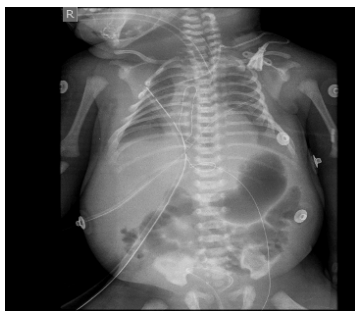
Radiografía torácica del paciente: Tubo endotraqueal a 4 mm de la carina, CP infiltrado intersticio alveolar bilateral. TTD y TTI. Catéter venoso central en vena cava superior. Sonda gástrica a nivel sub-diafragmático, tubo de tórax (TT)
